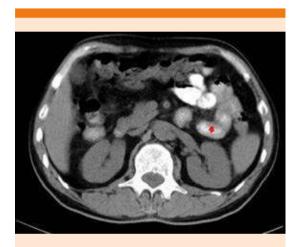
Tomografía axial computada abdominal con glándula suprarrenal izquierda aumentada de tamaño.
